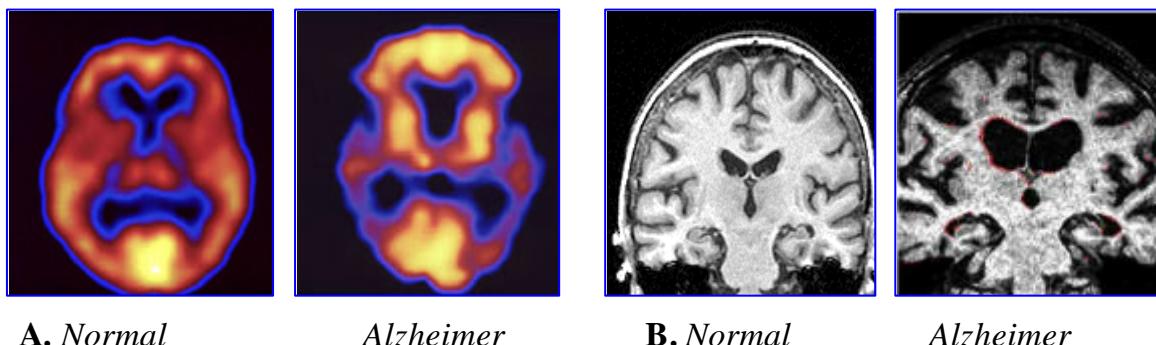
A. SPECT mostrant la hipocapacitat del traçador en regions temporo-parietals del cervell. B. RMN, secció coronal on s’observa l’atròfia hipocàmpica, la dilatació ventricular i l’atròfia cortical difusa, típica de la MA.
